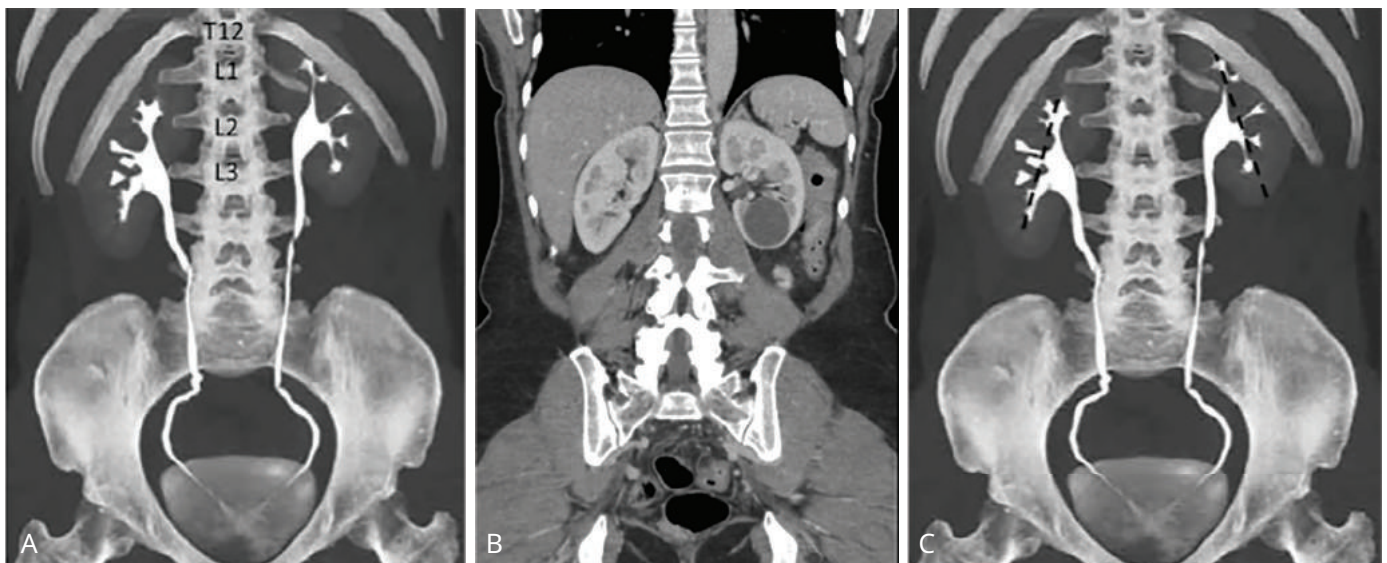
Reconstrucción de urografía por tomografía computarizada (TC) que demuestra los puntos de referencia anatómicos asociados con imágenes retrógradas. La última costilla adjunta identifica fácilmente a T12. La pelvis renal derecha se encuentra frente a L3, mientras que la izquierda se encuentra en L2. B, La posición del riñón sigue al músculo psoas en su lado respectivo, como lo demuestra esta TC con contraste. Se observa un quiste renal simple en el parénquima del polo inferior izquierdo. C, Una línea trazada desde el cáliz del polo superior al polo inferior es paralela al músculo psoas, como se puede ver en esta imagen.
